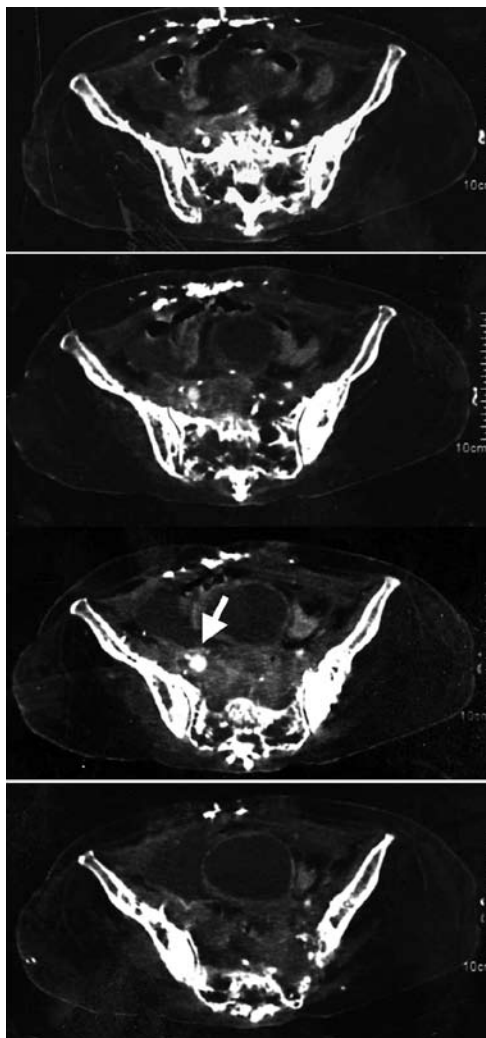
Enhanced computed tomography revealed right external iliac aneurysm (arrow).
